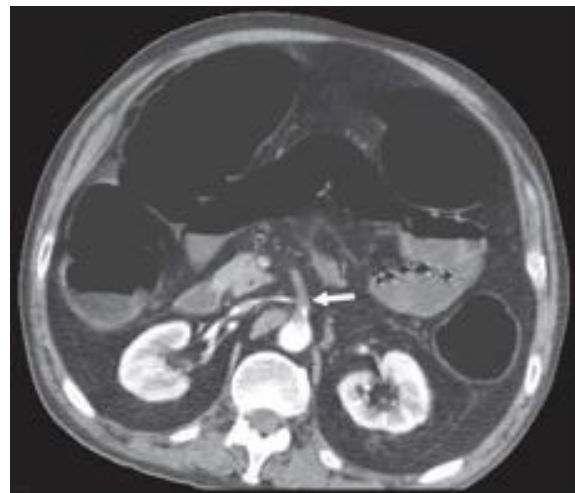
CT - Abdomen nach i.v. KM - Gabe in arterieller Phase, mit Nachweis einer abgangsnahen Okklusion der A. mesenterica superior durch einen Embolus (Pfeil). Dilatation der dargestellten Darmanteile als Zeichen eines paralytischen Ileus sind auch zu sehen (Klar et al. 2012).
